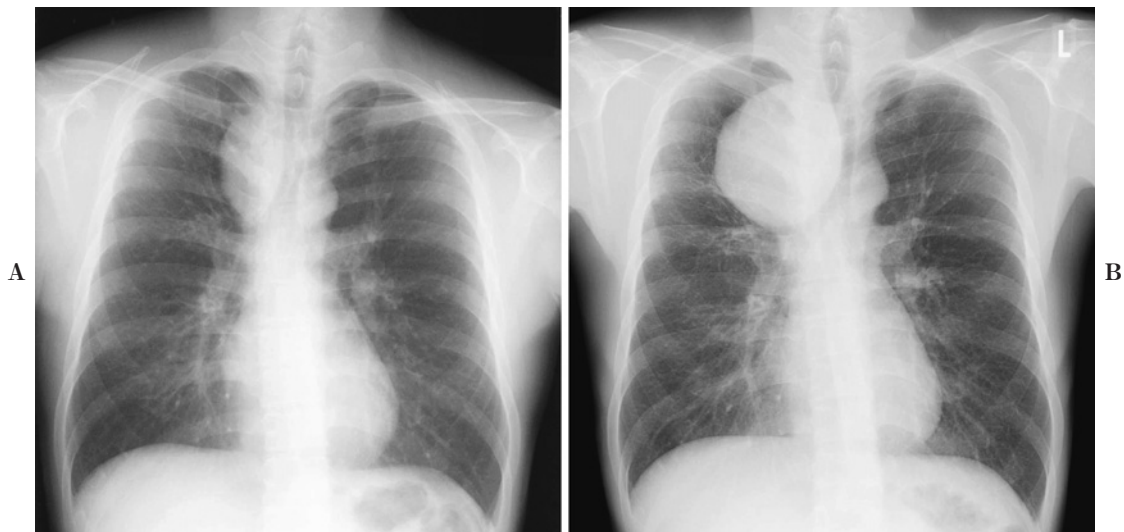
A chest X-ray film taken 18 months before the current admission (A) shows a mass in the right upper mediastinum. Another chest X-ray film taken during the current admission (B) shows definite increase of the size of the lesion.
